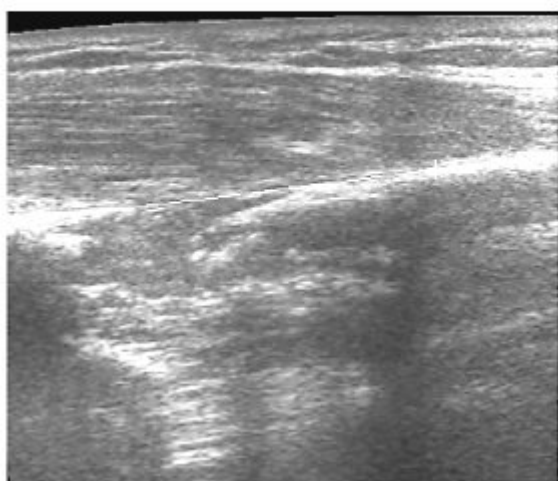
Больной Г., 19 лет. Рентгенограмма и эхограмма регенерата. 7 недель distraction.
